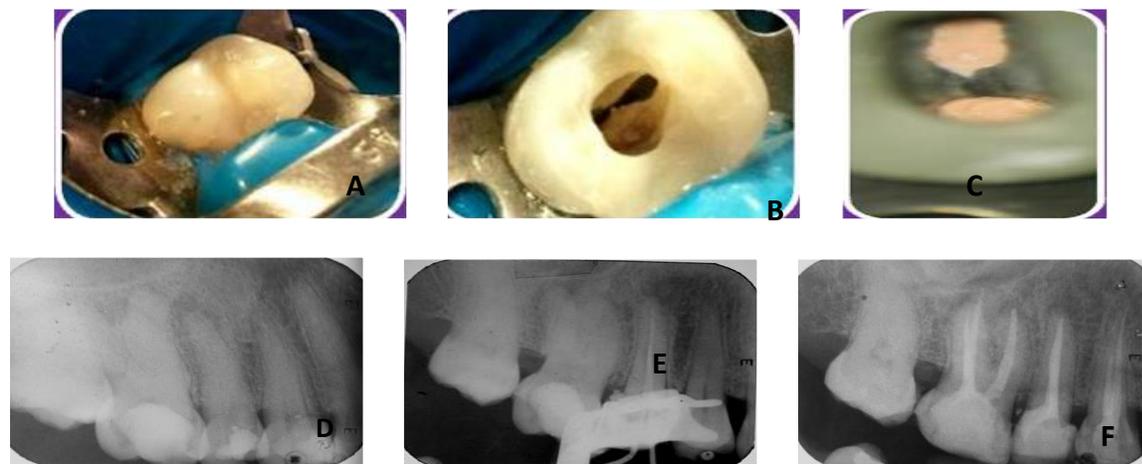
A observamos la fotografía inicial del OD 14, en B fotografía de acceso a conductos radiculares; C la imagen presenta conductos obturados con gutapercha, en D radiografía de diagnóstico, E Rx de prueba de conos, F radiografía del tratamiento de conductos terminado.
